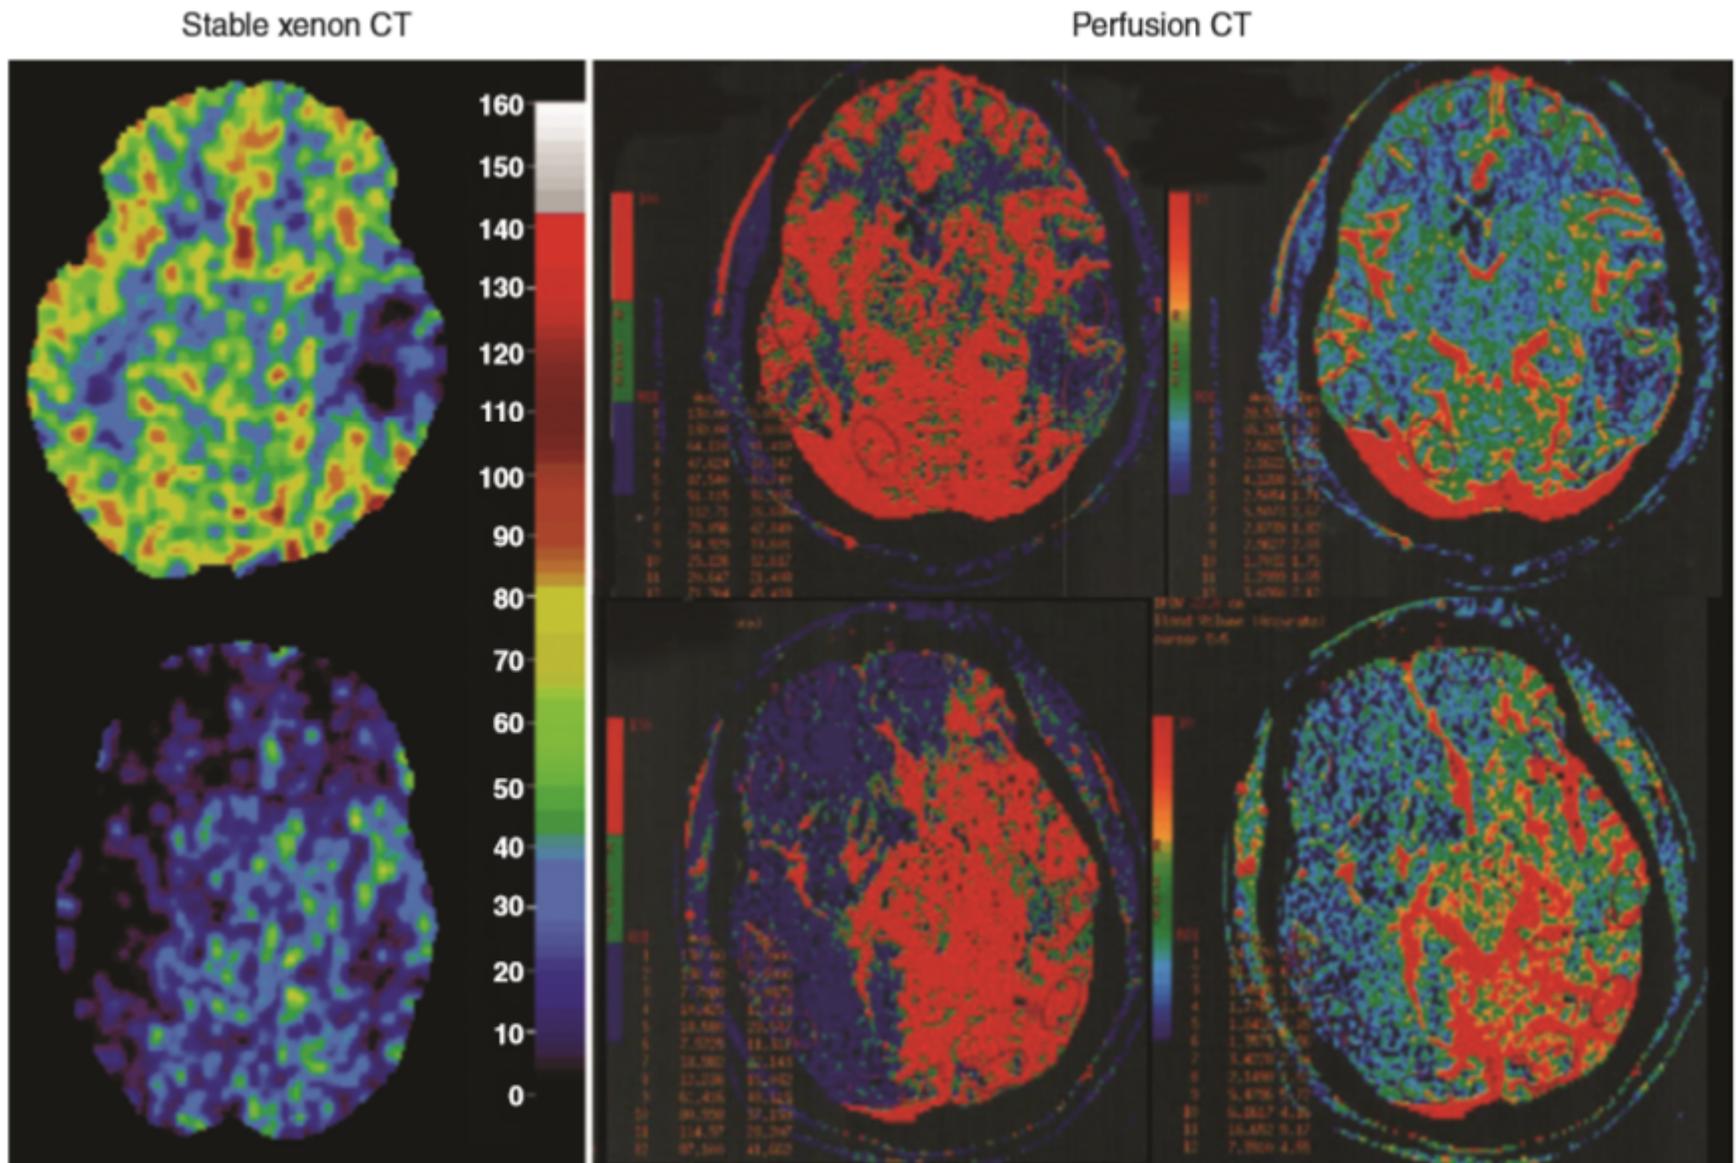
Examples of cerebral blood flow imaging with stable xenon–enhanced computed tomography (CT) (*left*) and CT perfusion (*r*). The *top image* is from a patient with a temporal contusion. The *bottom image* is from a patient with a hemispheric infarction after evacuation of an acute subdural hematoma.
